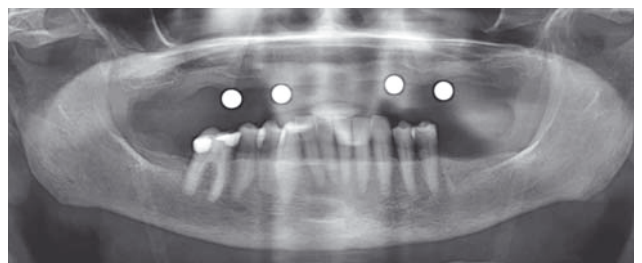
Patientenfall 1 – Abb. 1: Präoperative Orthopantomogrammaufnahme
